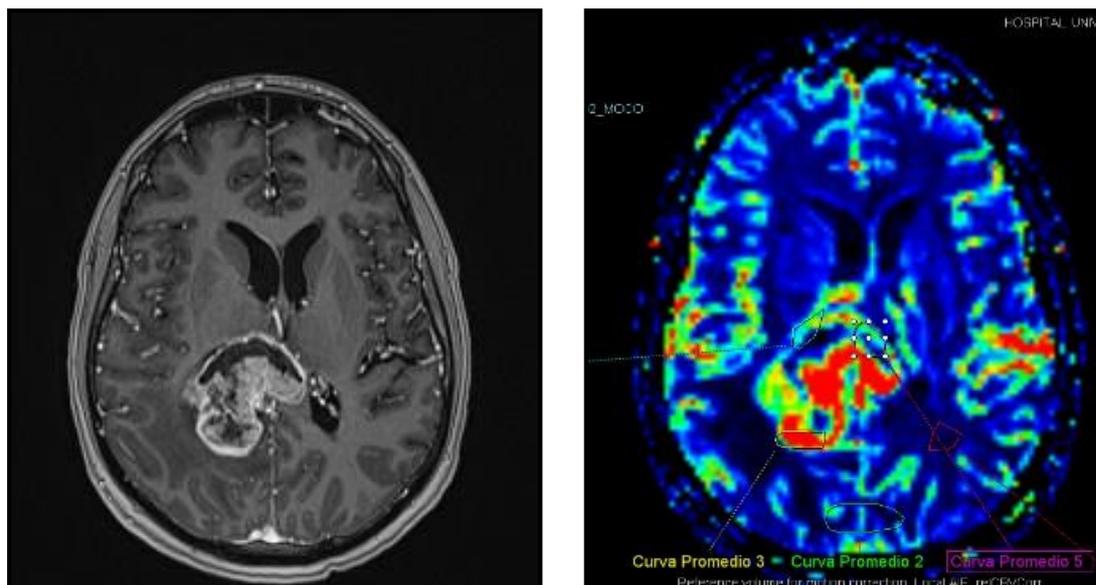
RM de glioblastoma multiforme parietal derecho con invasión del cuerpo calloso. Corte axial T1 (izda), y perfusión aumentada (dcha.).
